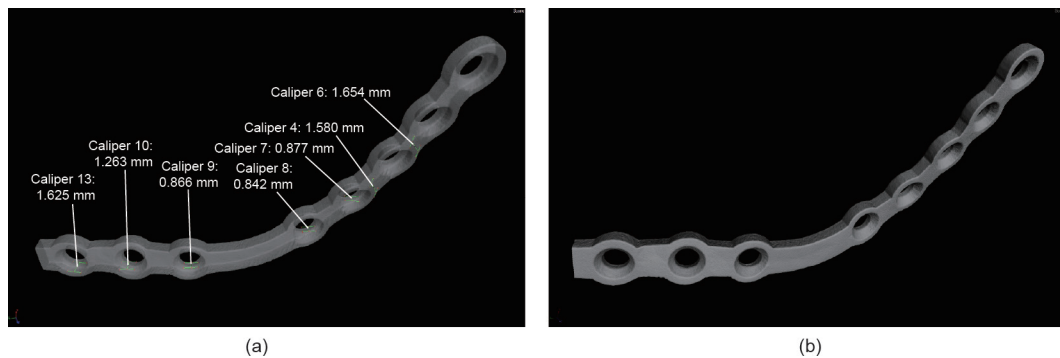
使用两套不同参数进行3D打印的零件的显微CT图像对比。(a) 激光功率= 100 W, 扫描速度= $375 \text{ mm}\cdot\text{s}^{-1}$, 层厚= $50 \mu\text{m}$; (b) 激光功率= 100 W, 扫描速度= $475 \text{ mm}\cdot\text{s}^{-1}$, 层厚= $45 \mu\text{m}$ 。
